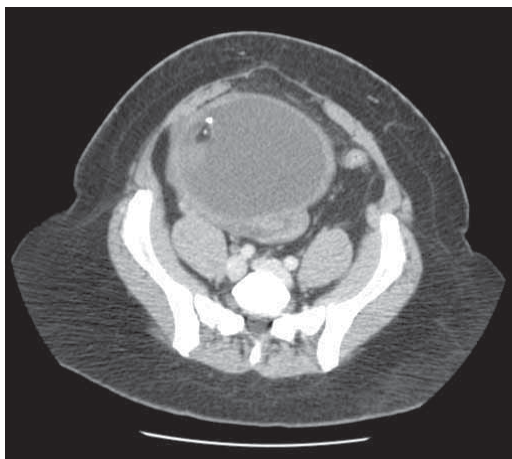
Дермоидная киста. Пациентка с острой болью в нижней части живота. Смешанной плотности образование с кистозным, солидным, кальцифицированным и жировым компонентами, что позволяет поставить томографический диагноз дермоидной кисты придатка. Боль в данном случае предполагает осложненное течение заболевания, и перекручивание кисты было в последующем подтверждено в ходе лапаротомии.
